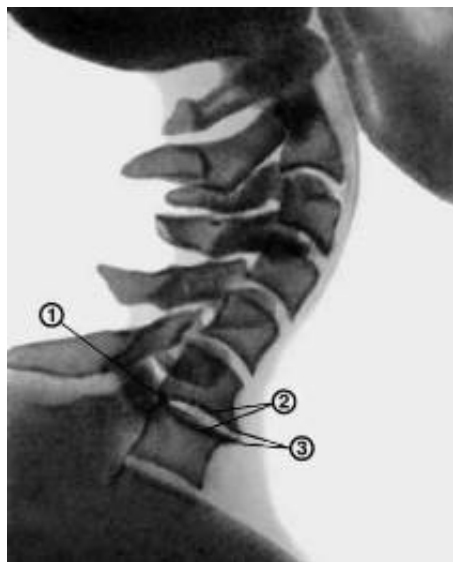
Рентгенограмма шейного отдела позвоночника при шейном остеохондрозе (боковая проекция): 1 - сужение межпозвоночного диска между С VI - С VII позвонками; 2 - склероз смежных замыкающих пластинок тел позвонков; 3 - передние краевые остеофиты (мужчина 55 лет, протокол №33).
